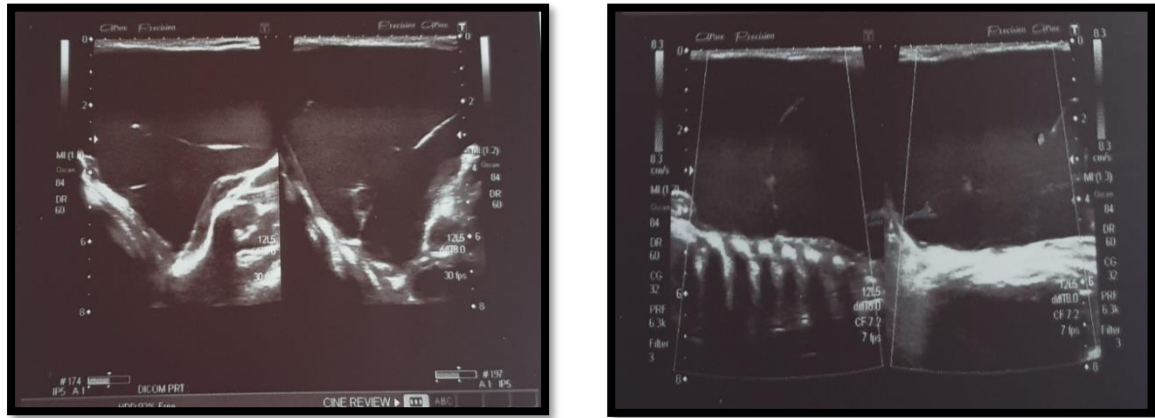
Aspect échographique au cours de la poussée inflammatoire, notez l'augmentation importante du volume de la malformation, le nombre de cloisons inférieur à 5 et l'absence d'hémorragie intra-kystique
